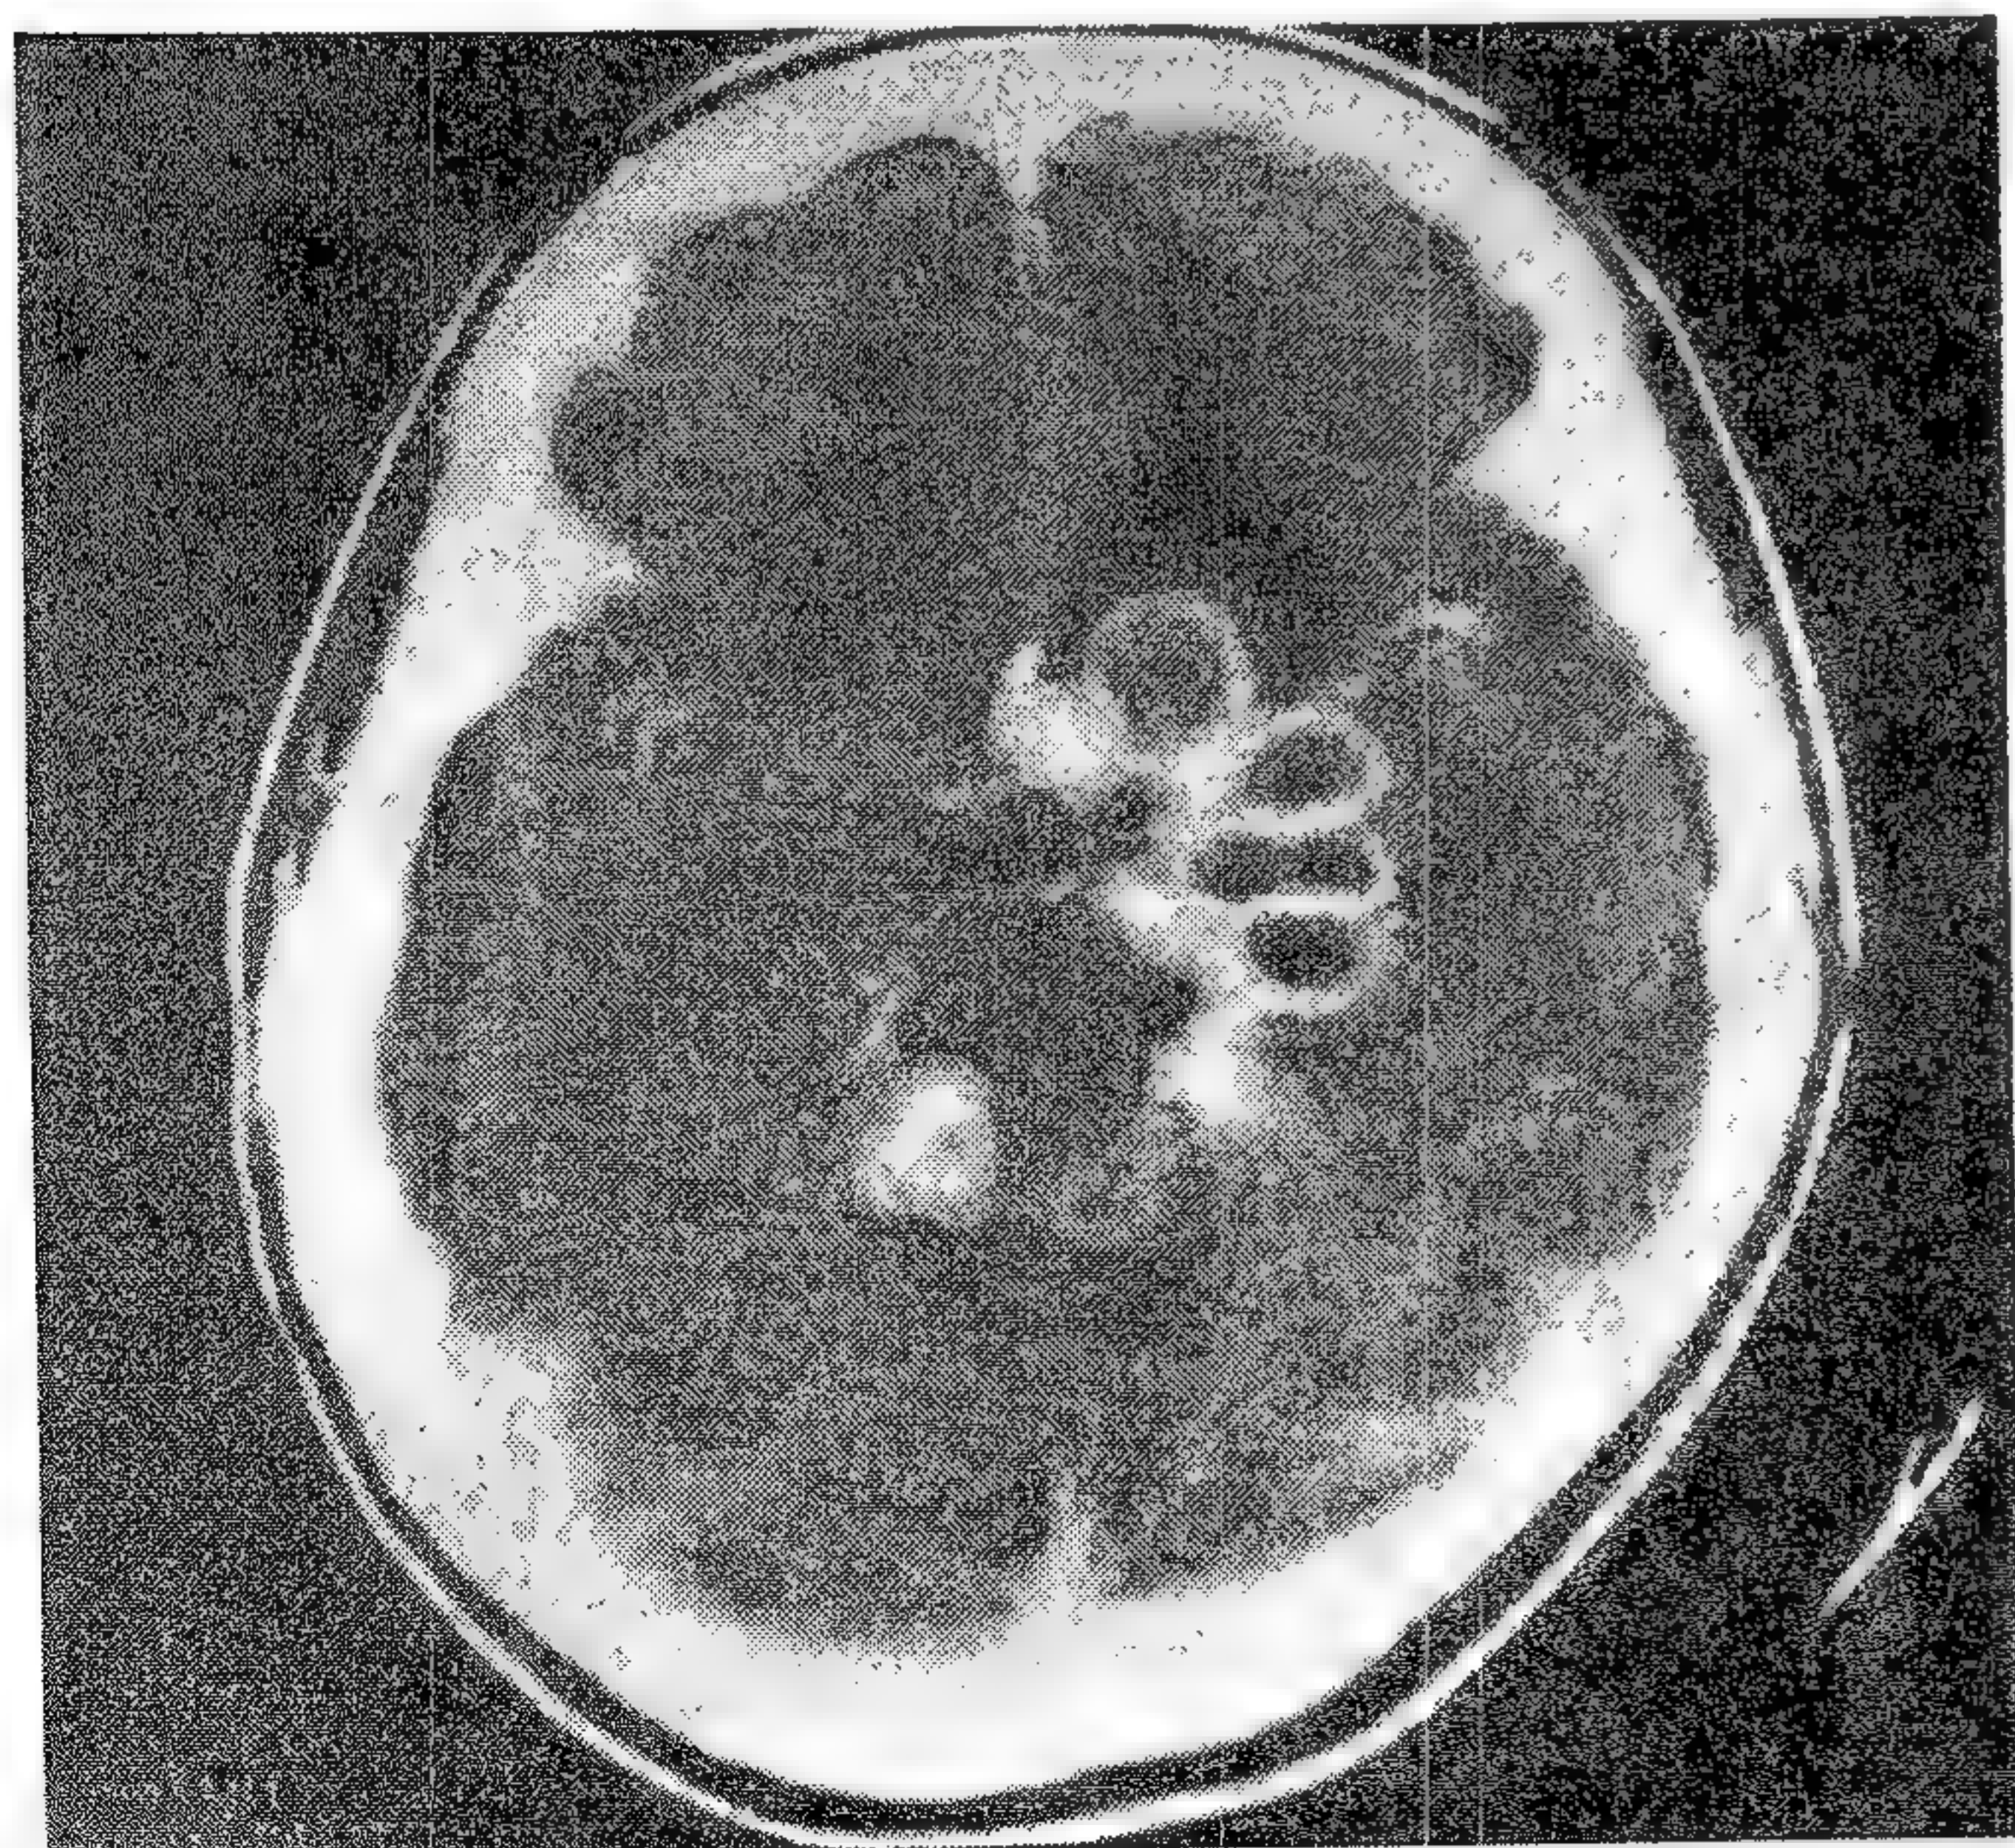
CT scan la un pacient cu meningită tuberculoasă ce arată multiple tuberculoame dezvoltate lângă cisternele bazale. (Copyright Prida Phuapradit).
